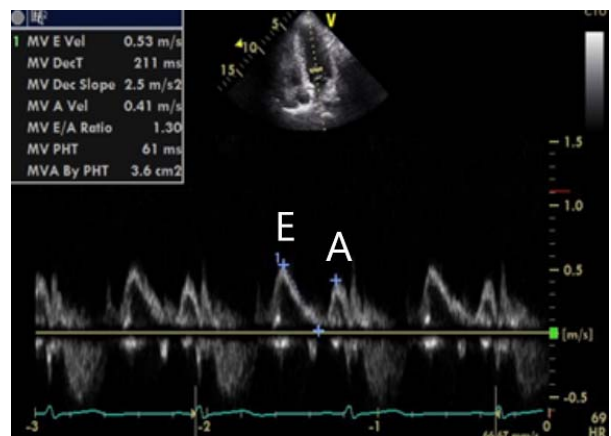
E wave, A wave, E/A ratio measured by Pulse doppler
